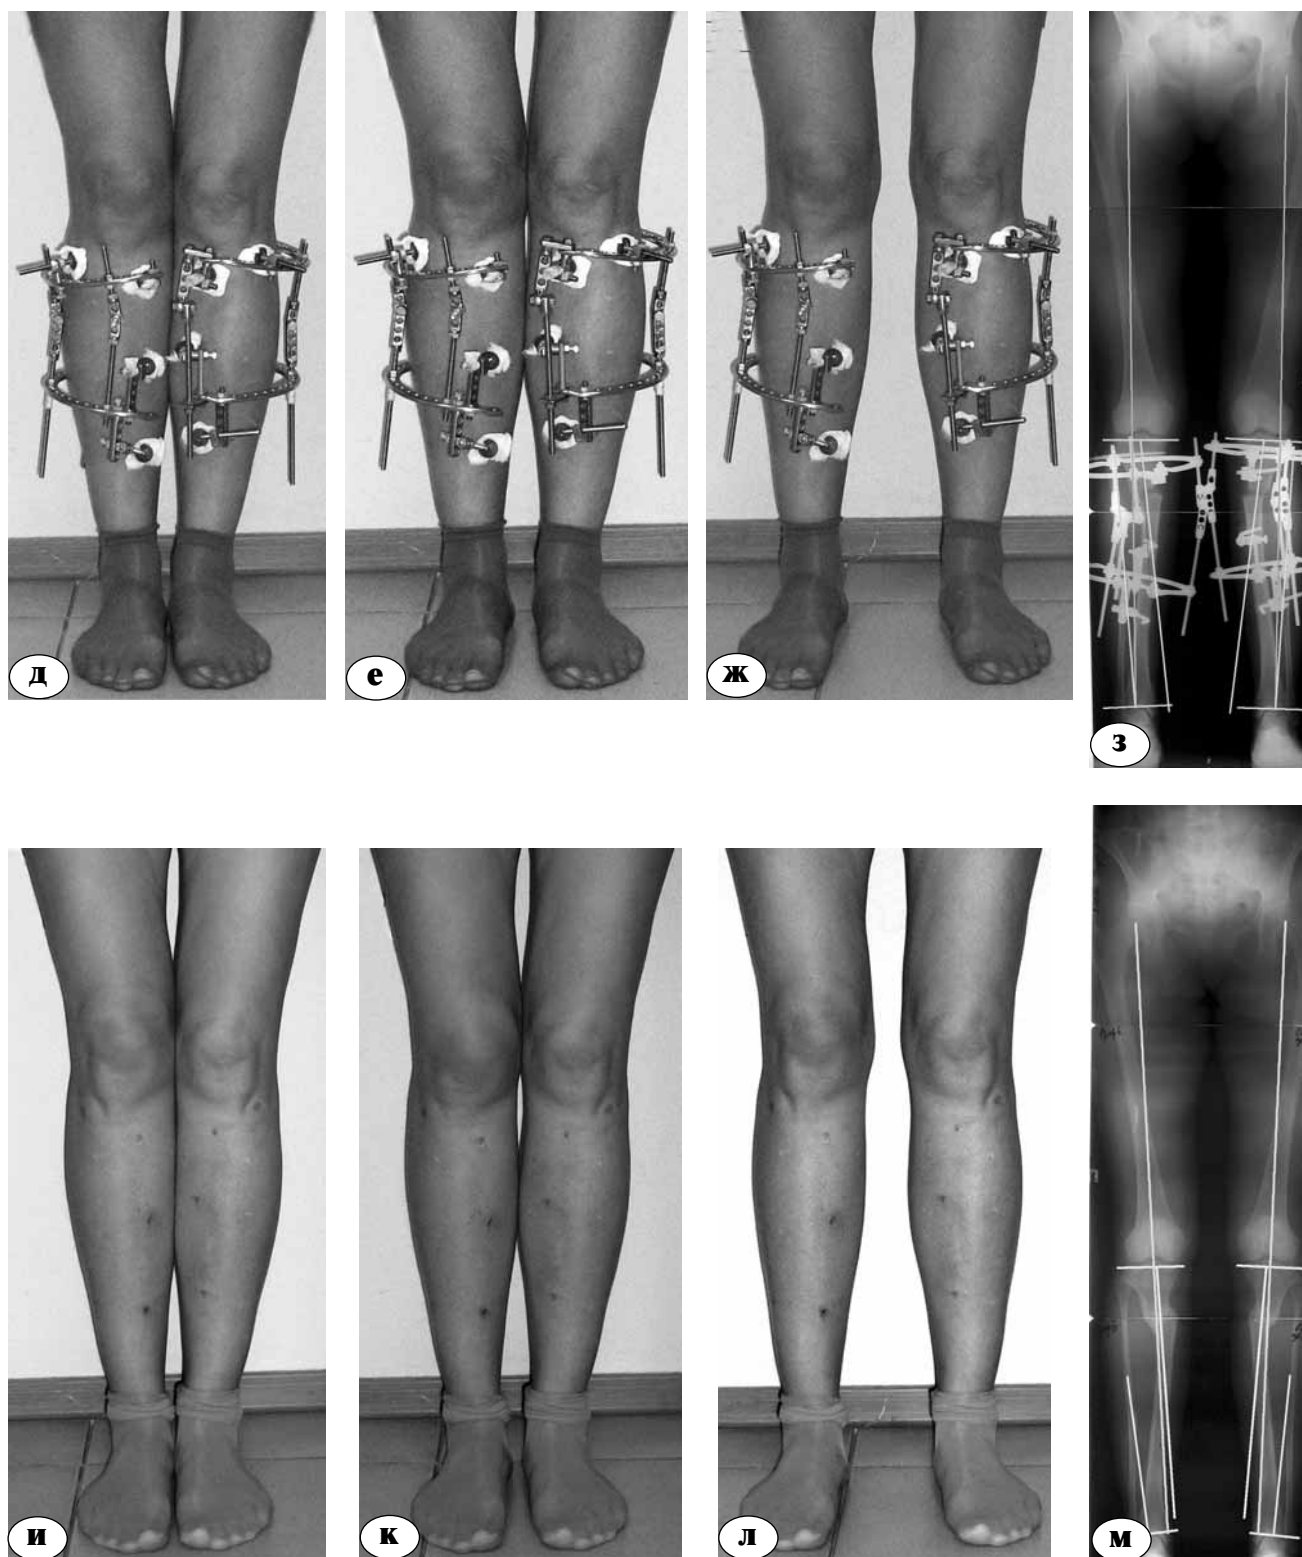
д-м. Фото и телерентгенограммы пациентки Г.: д, е, ж, з – после завершения коррекции;
